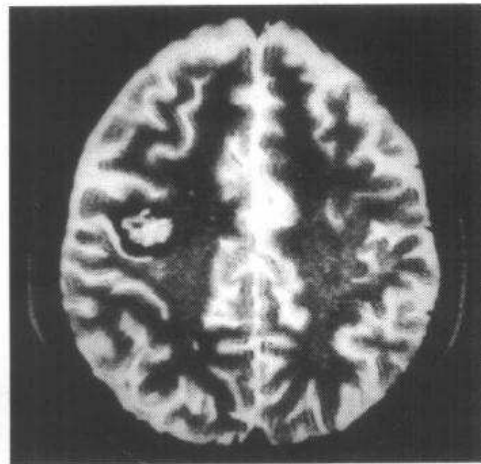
与 2-4-4a 同一病例的 MRI
